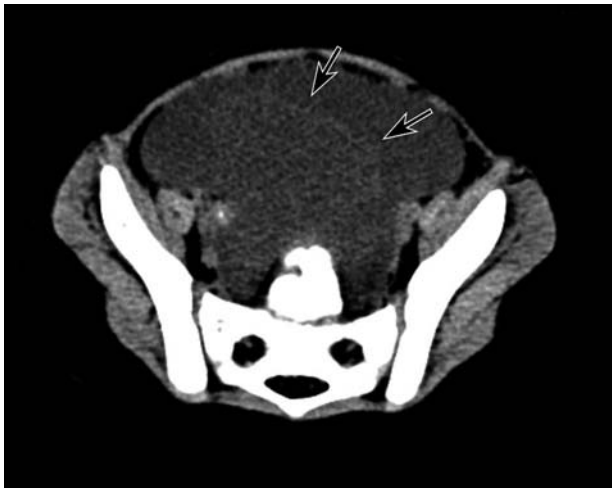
Kompjutorizirana tomografija abdomena prikazuje zadebljani omentum s umjereno gustim tekućim sadržajem koji se nalazi i u umbilikalnoj herniji (strelica)
